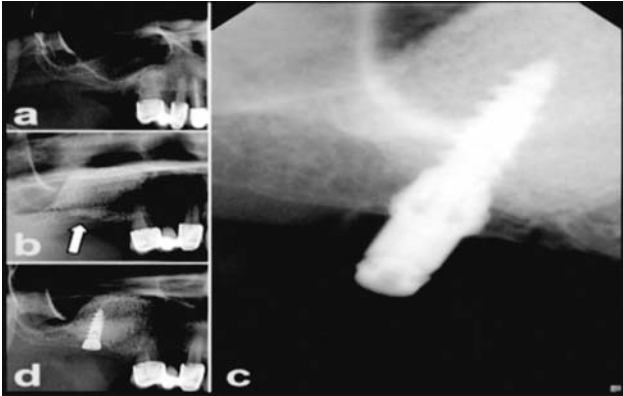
Описание клинического случая: а) рентгенограмма до операции; б) рентгенограмма после операции, стрелкой отмечен участок остеотомии; с) рентгенограмма, сделанная во время операции после определения ITV/DTV; д) рентгенограмма после операции и установки имплантата.
